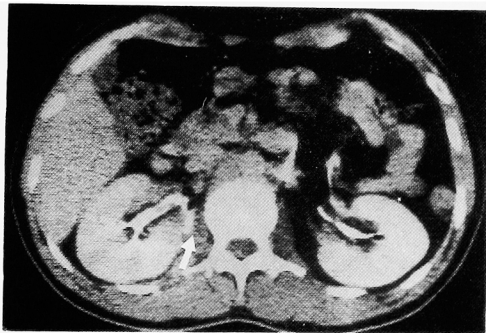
CT. 腎盂外の造影剤の leak を認める.
